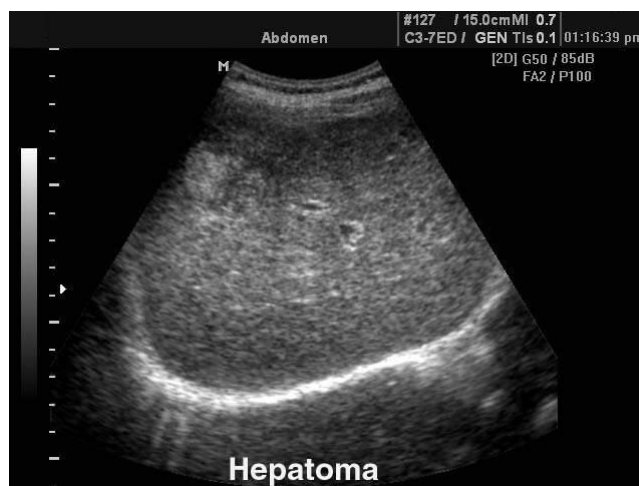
Изображение УЗИ Гепатоцеллюлярной аденомы.
